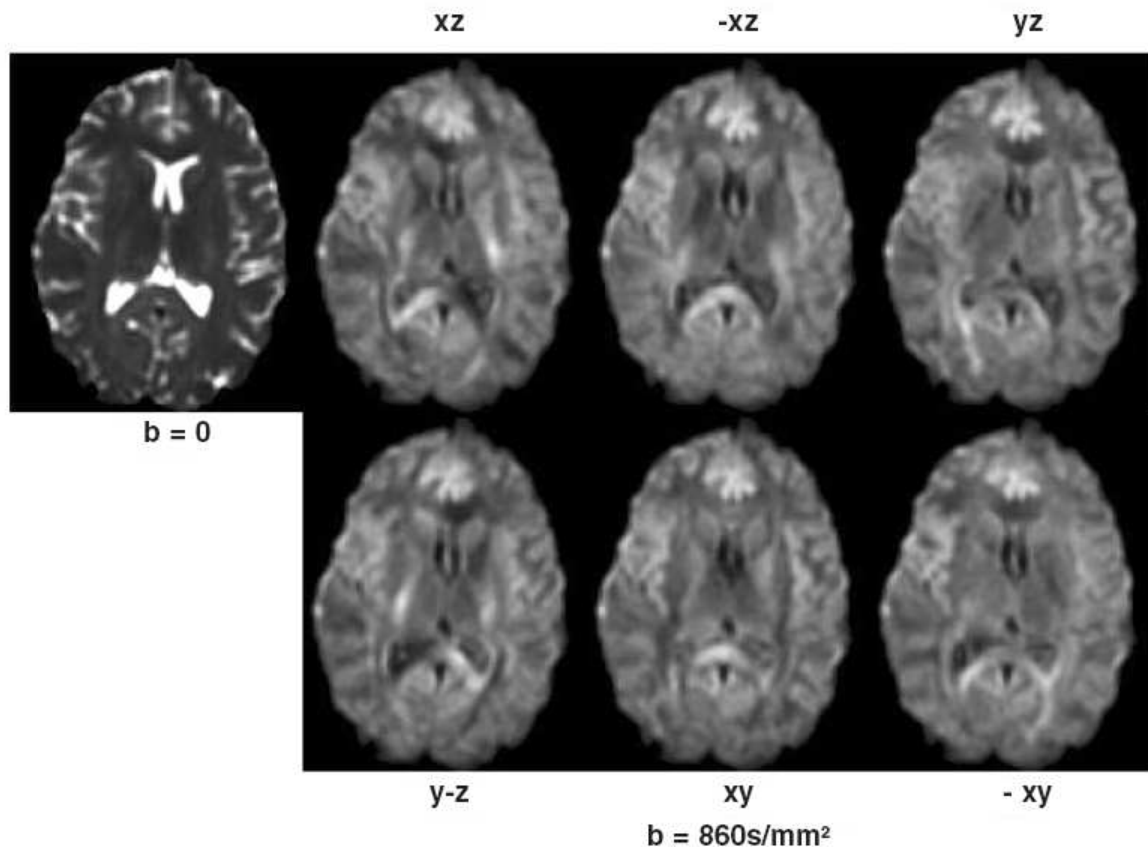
DT-MRI con diferentes gradientes, necesario para obtener una orientación espacial en 3D.
